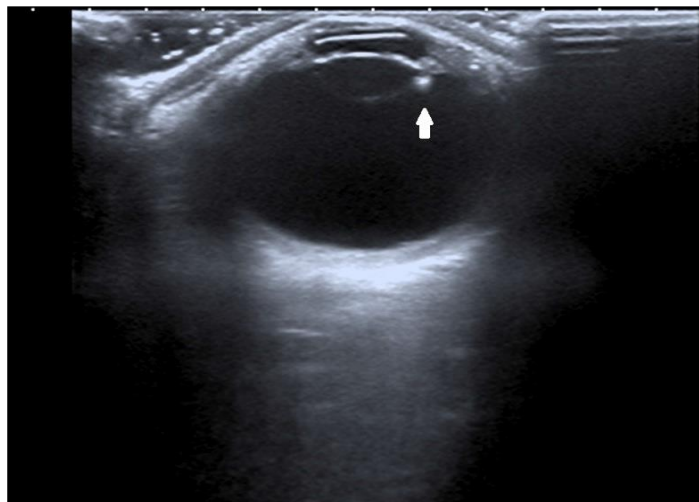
Gambaran USG Haemophthalmos.
